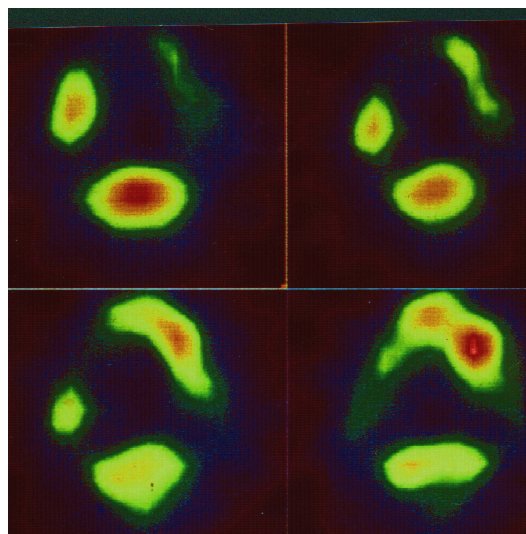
Reduzierte, noch darstellbare Aktivitätsmehranreicherung in Projektion auf den rechten Unterkieferkörper und das Kinn in der SPECT-Szintigraphie 9 Monate postoperativ nach Biocoral®- Augmentation bei Hemiatrophia faciei
